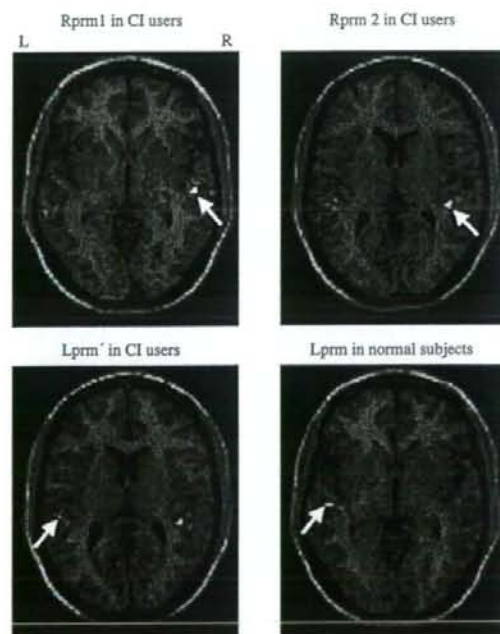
1 kHz 純音刺激のPETによる聴皮質の脳血流量の変化。右下が正常者。他の3つは人工内耳装用者。矢印はもっとも脳血流量の増加を呈した部位を示す。いずれも左右のいずれかの聴皮質が刺激に対して血流量が増加していることがわかる。
